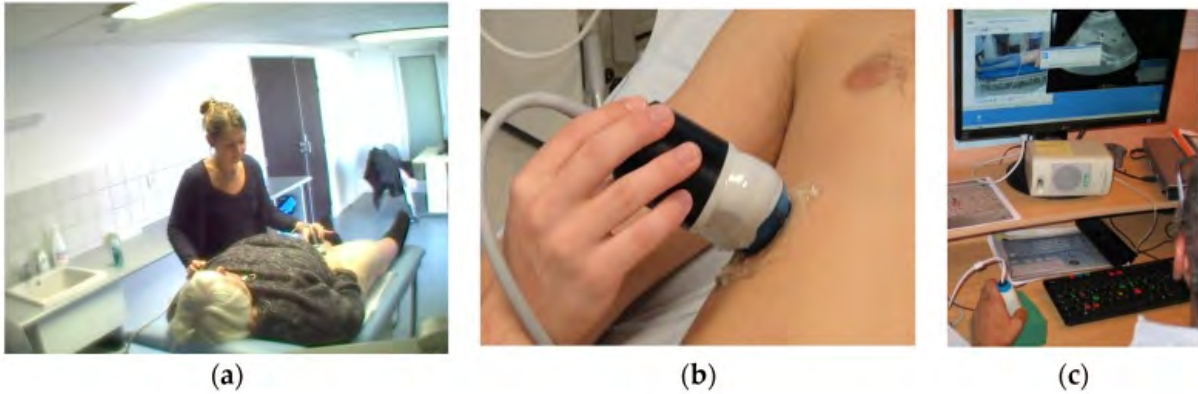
Sonde robotisée. (a) Sonde maintenue immobile par un opérateur non échographiste. (b) Sonde avec transducteur télé-opéré à l'intérieur. (c) L'expert avec la sonde factice en main, le clavier de télé-opération, l'écran vidéo et échographique.
